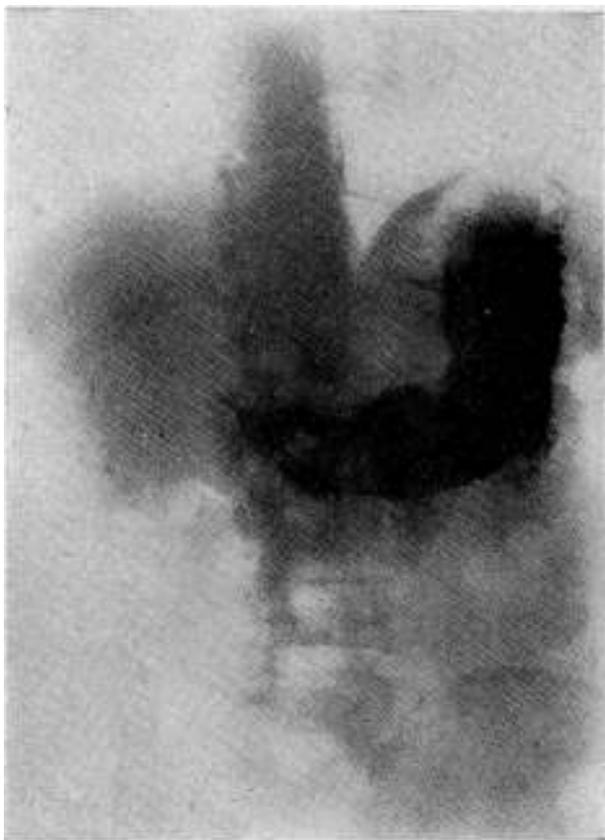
Radiografía. Imagen lacunar del antro.
